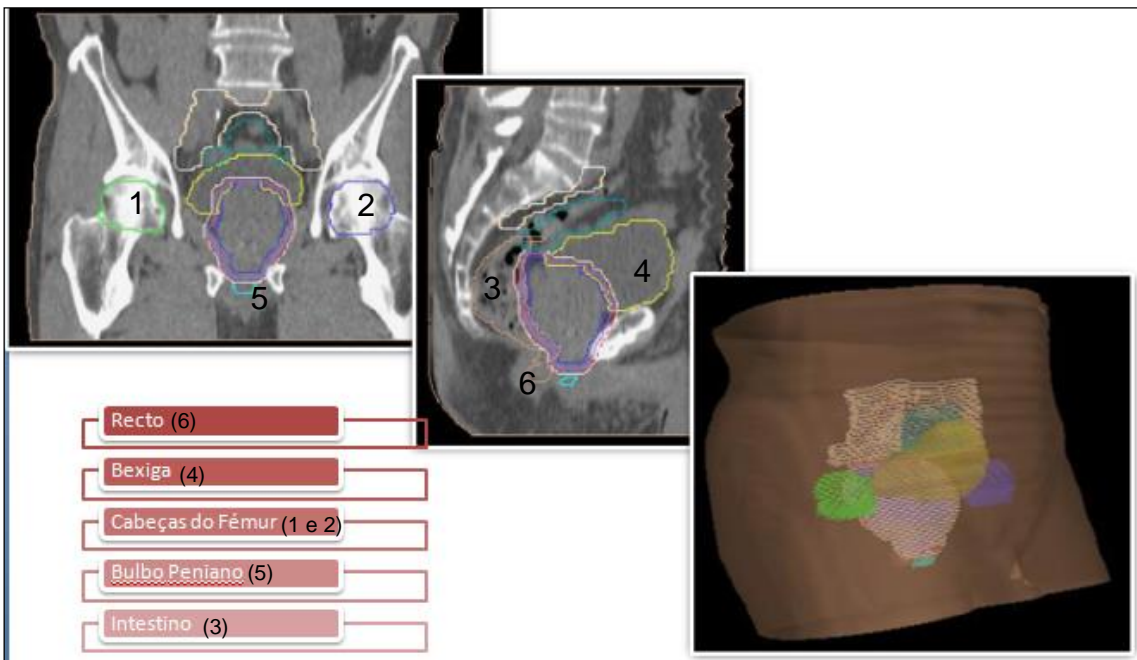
Imagens de TC das estruturas críticas no cancro da próstata e uma visão 3D.
